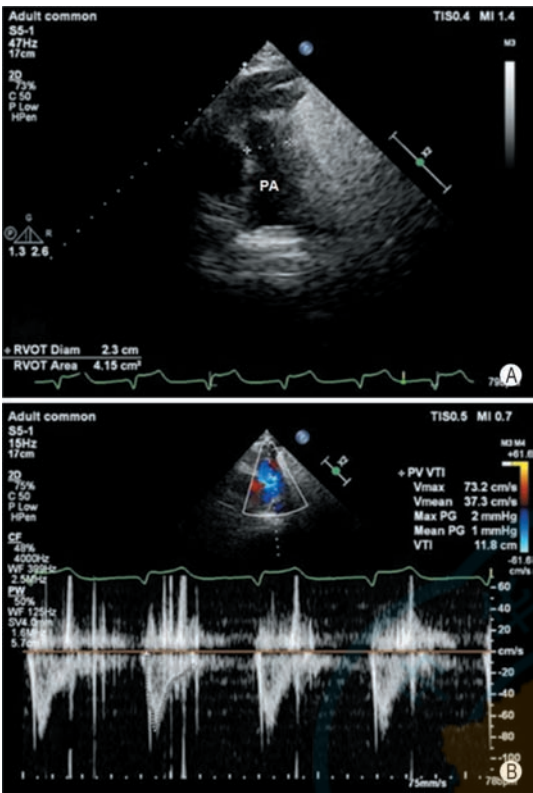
右心排出量的计算 A: 二维超声显示肺动脉瓣环内径; B: 肺动脉瓣速度时间积分测量, 计算右心排出量约 3.8 L/min (PA: 肺动脉)
